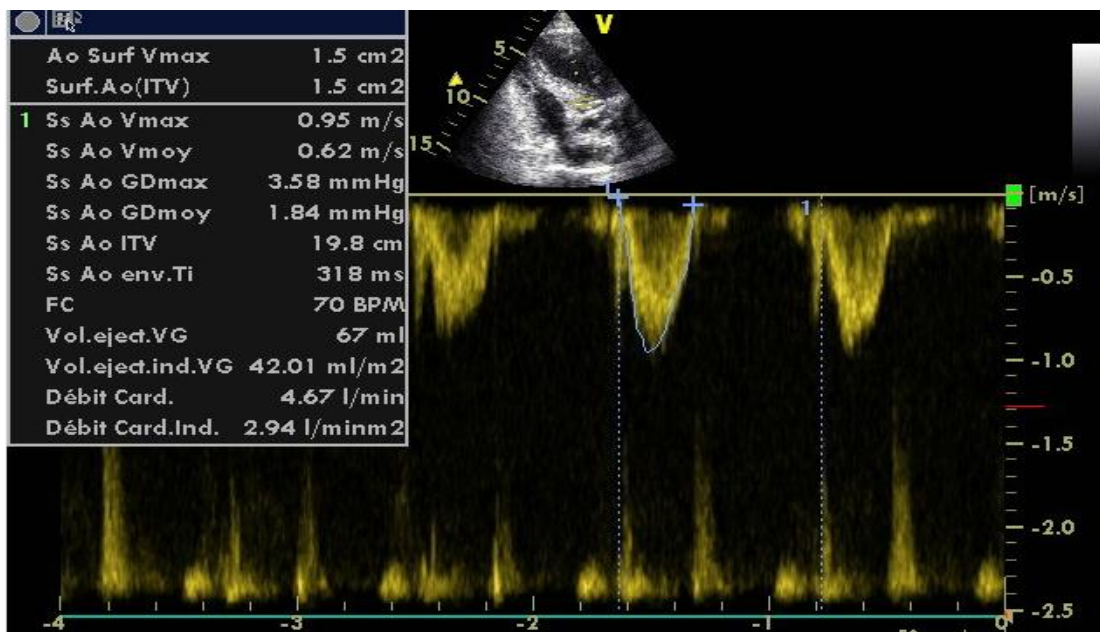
6. Imagerie de l'échocardiographie doppler cas clinique N° 01
